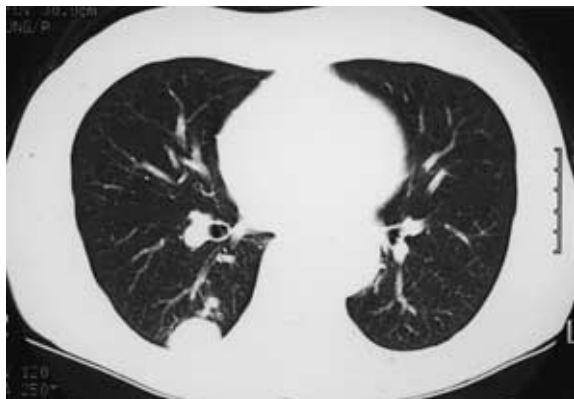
Chest computed tomography showing a nodular shadow in the right S<sup>6</sup>.
